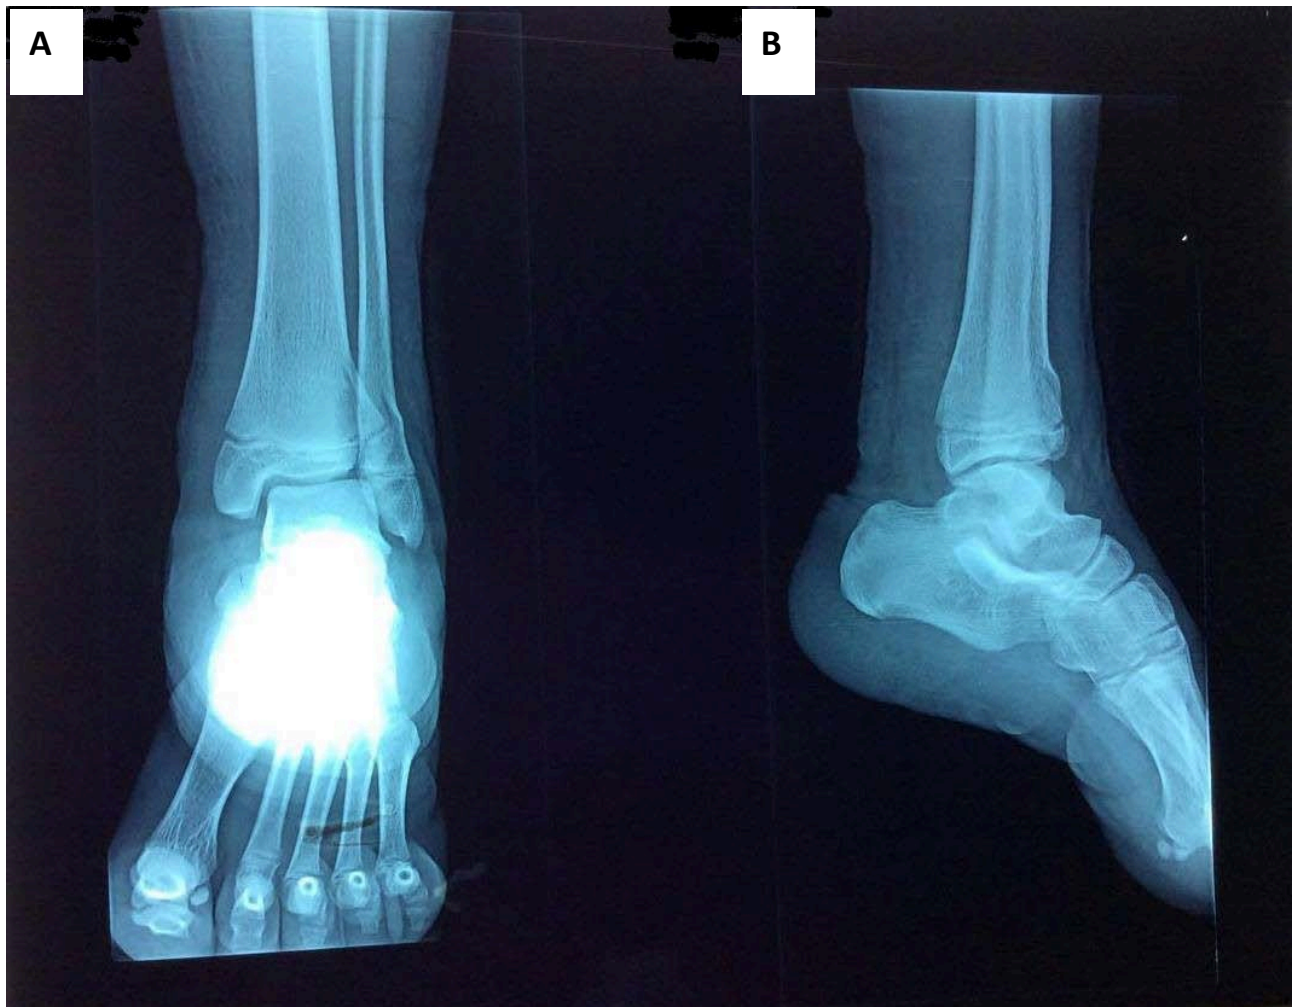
radiographies de la cheville gauche face (A) et profil (B) montrant une fracture de Tillaux (SH IV) chez un garçon de 13 ans.
